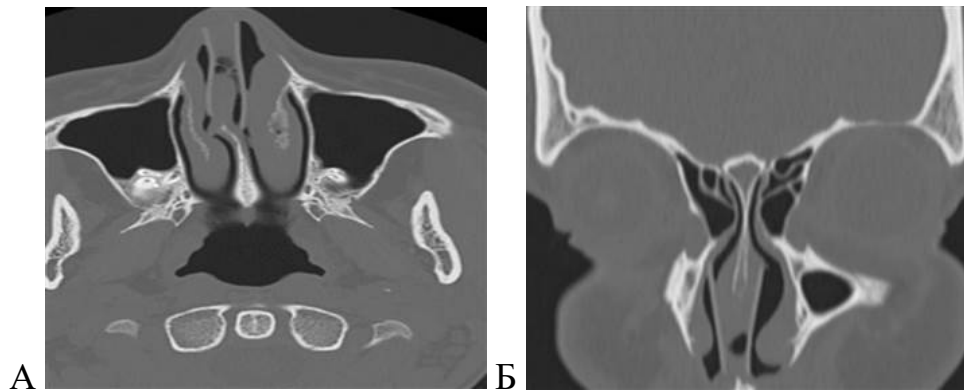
КТ ОНП Перфорация перегородки носа в сочетании с искривлением перегородки носа. Аксиальная (А), коронарная (Б) проекции
